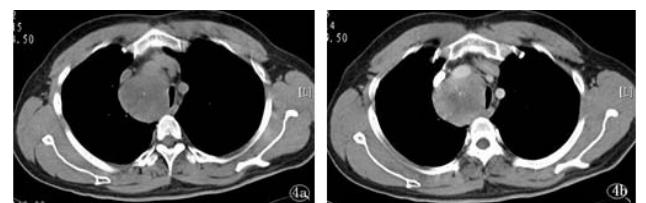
LCD 患者,男,38 岁,平扫 CT 值 53 HU,增强后 CT 值约 65 HU,中心见不规则低密度无强化区,强化不均
